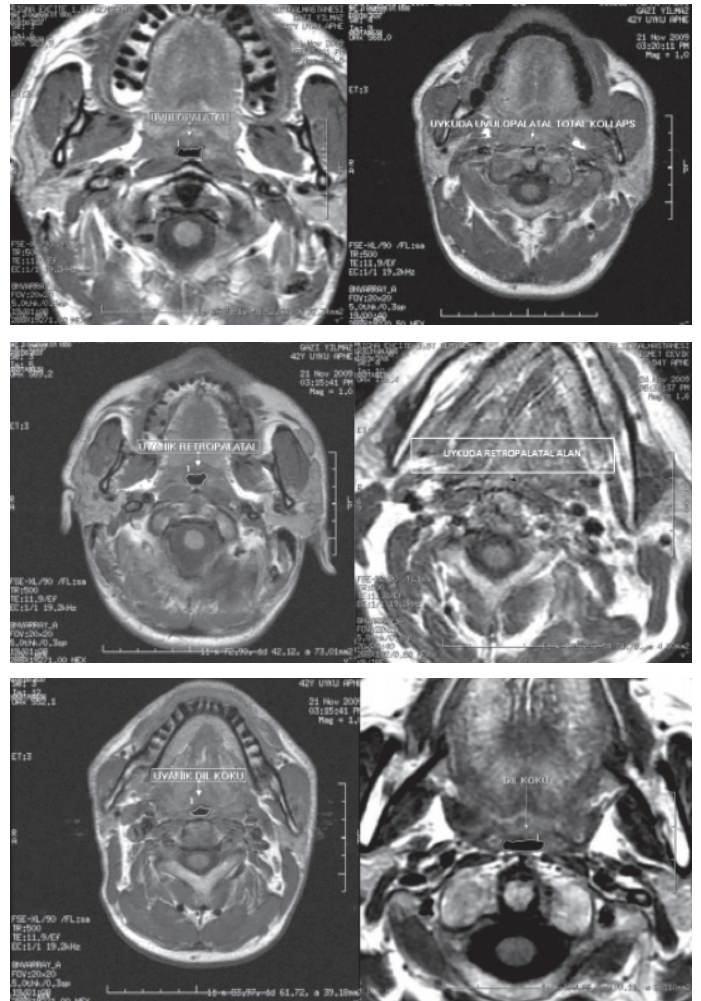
Sagittal kesit MRG incelemesinde uyku ve uyanık pozisyonda A-P çap ölçümlerinin değerlendirilmesi (1: Uvulopalatal bölge 2: Retropalatal bölge 3: Dil kökü).
